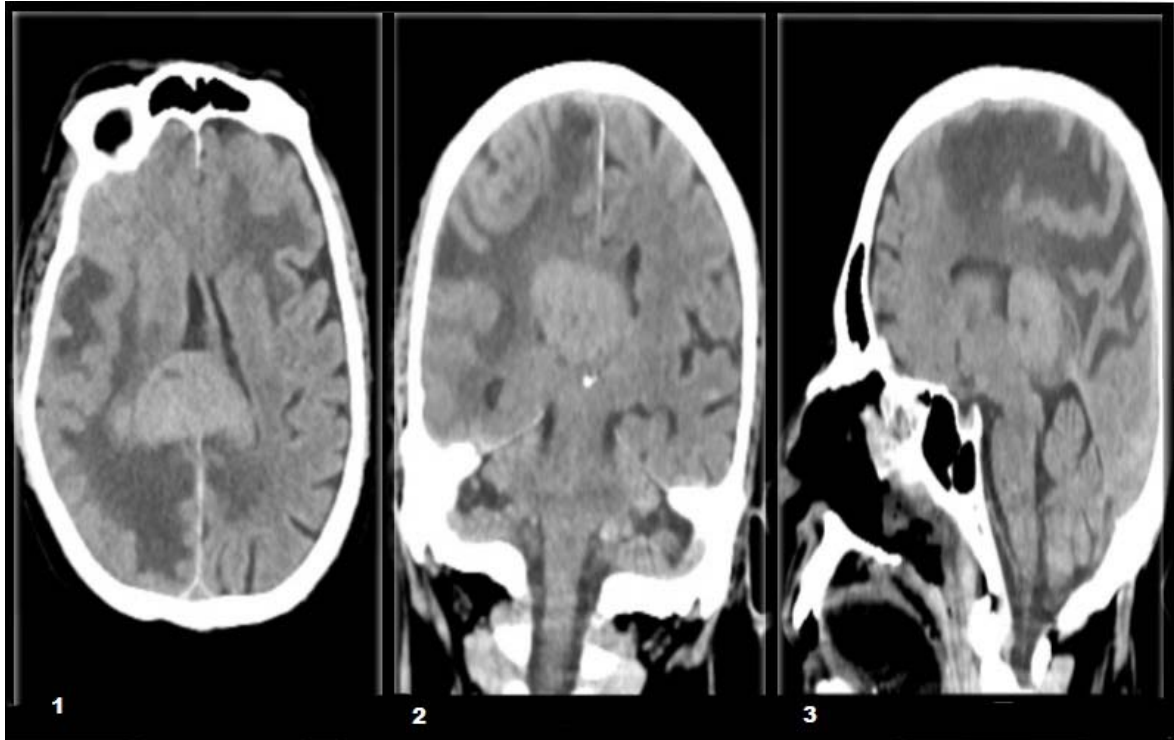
TDM : 1. Axial sans contraste 2. Coronal sans contraste 3. Sagittal sans contraste
